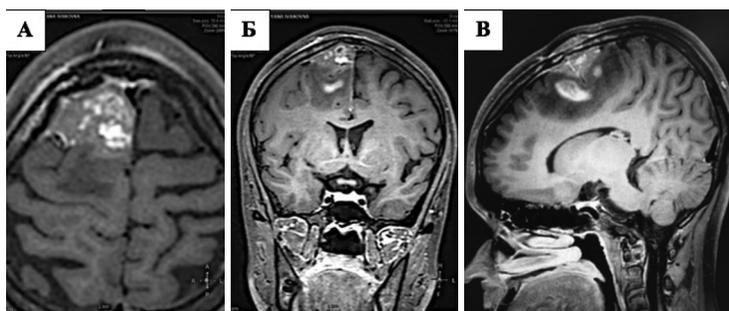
MRI, T1-VI with contrast enhancement: А) аксиальная проекция; Б) коронарная проекция; В) сагиттальная проекция. Видна утолщенная твёрдая мозговая оболочка, интенсивно накапливающая контраст в правой лобно-теменной области с формированием синдрома “дурального хвоста”. Парасагитально в задних отделах правой лобной доли визуализируется объёмное внеозговое образование неоднородного сигнала, широким основанием прилежащее к ТМО, распространяющееся в паренхиму головного мозга и экстракраниально с деструкцией прилежащей теменной кости и подкожным компонентом.
